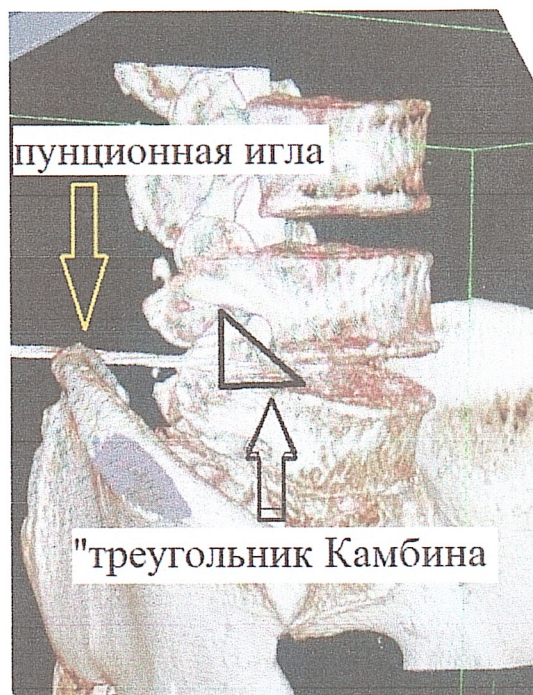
3D-реконструкция интраоперационной КТ
